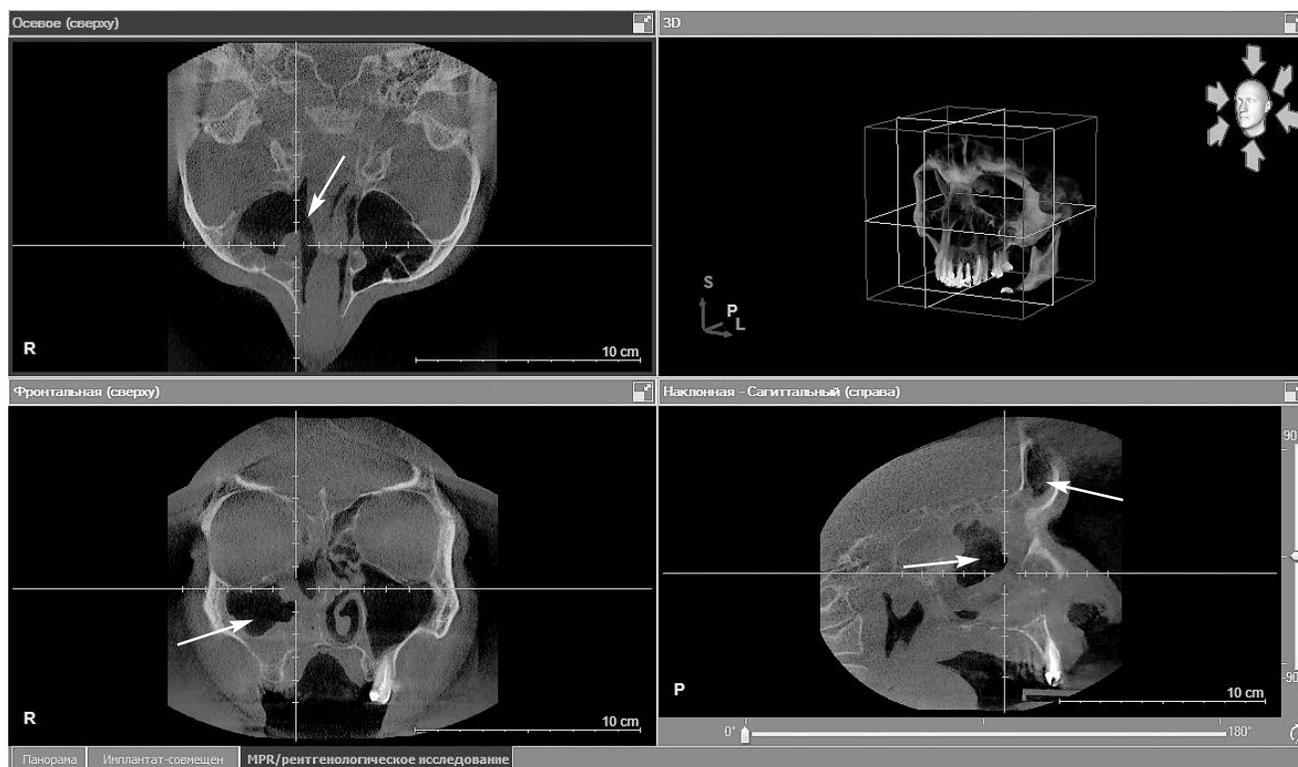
3D-компьютерная томография в аксиальной, фронтальной и коронарной проекциях околоносовых пазух в послеоперационном периоде (3-и сутки).
